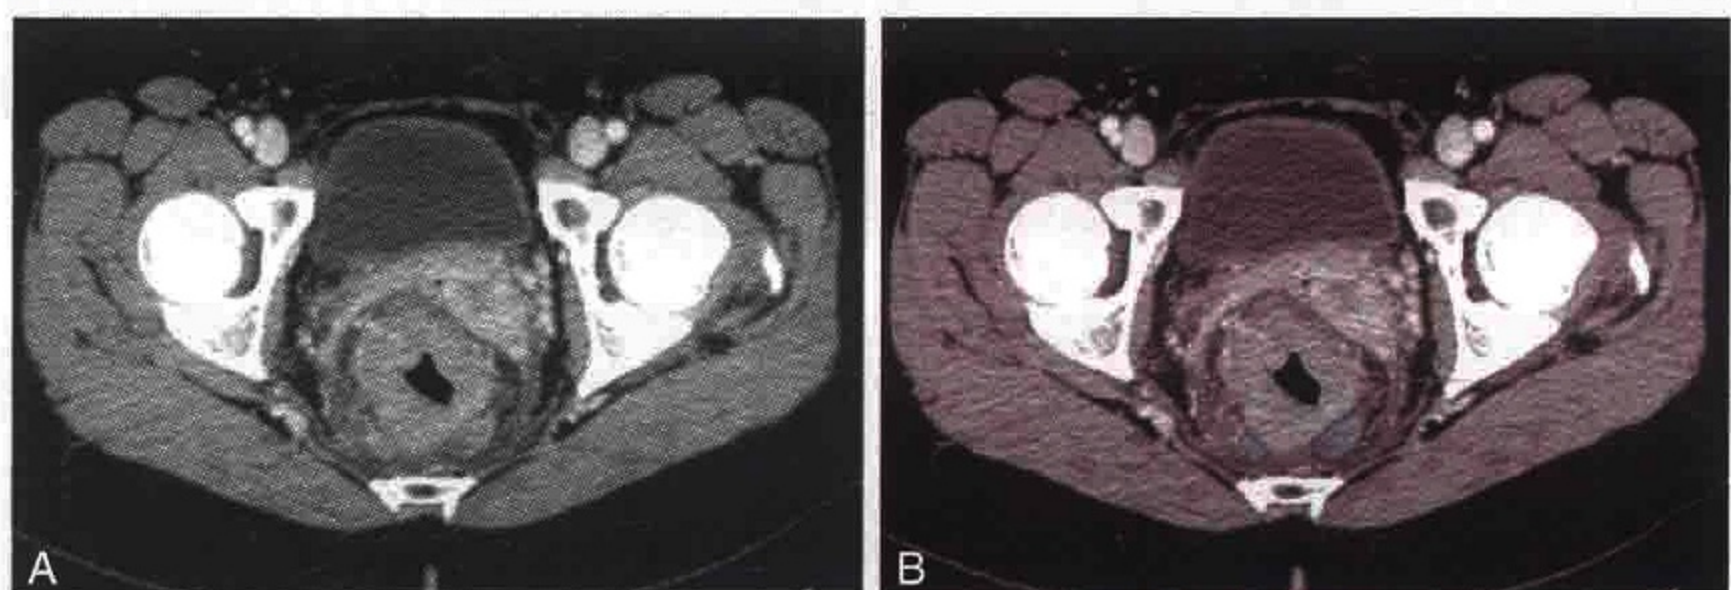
横轴位 CT 扫描显示直肠癌患者出现直肠周围淋巴结转移 (蓝色)
